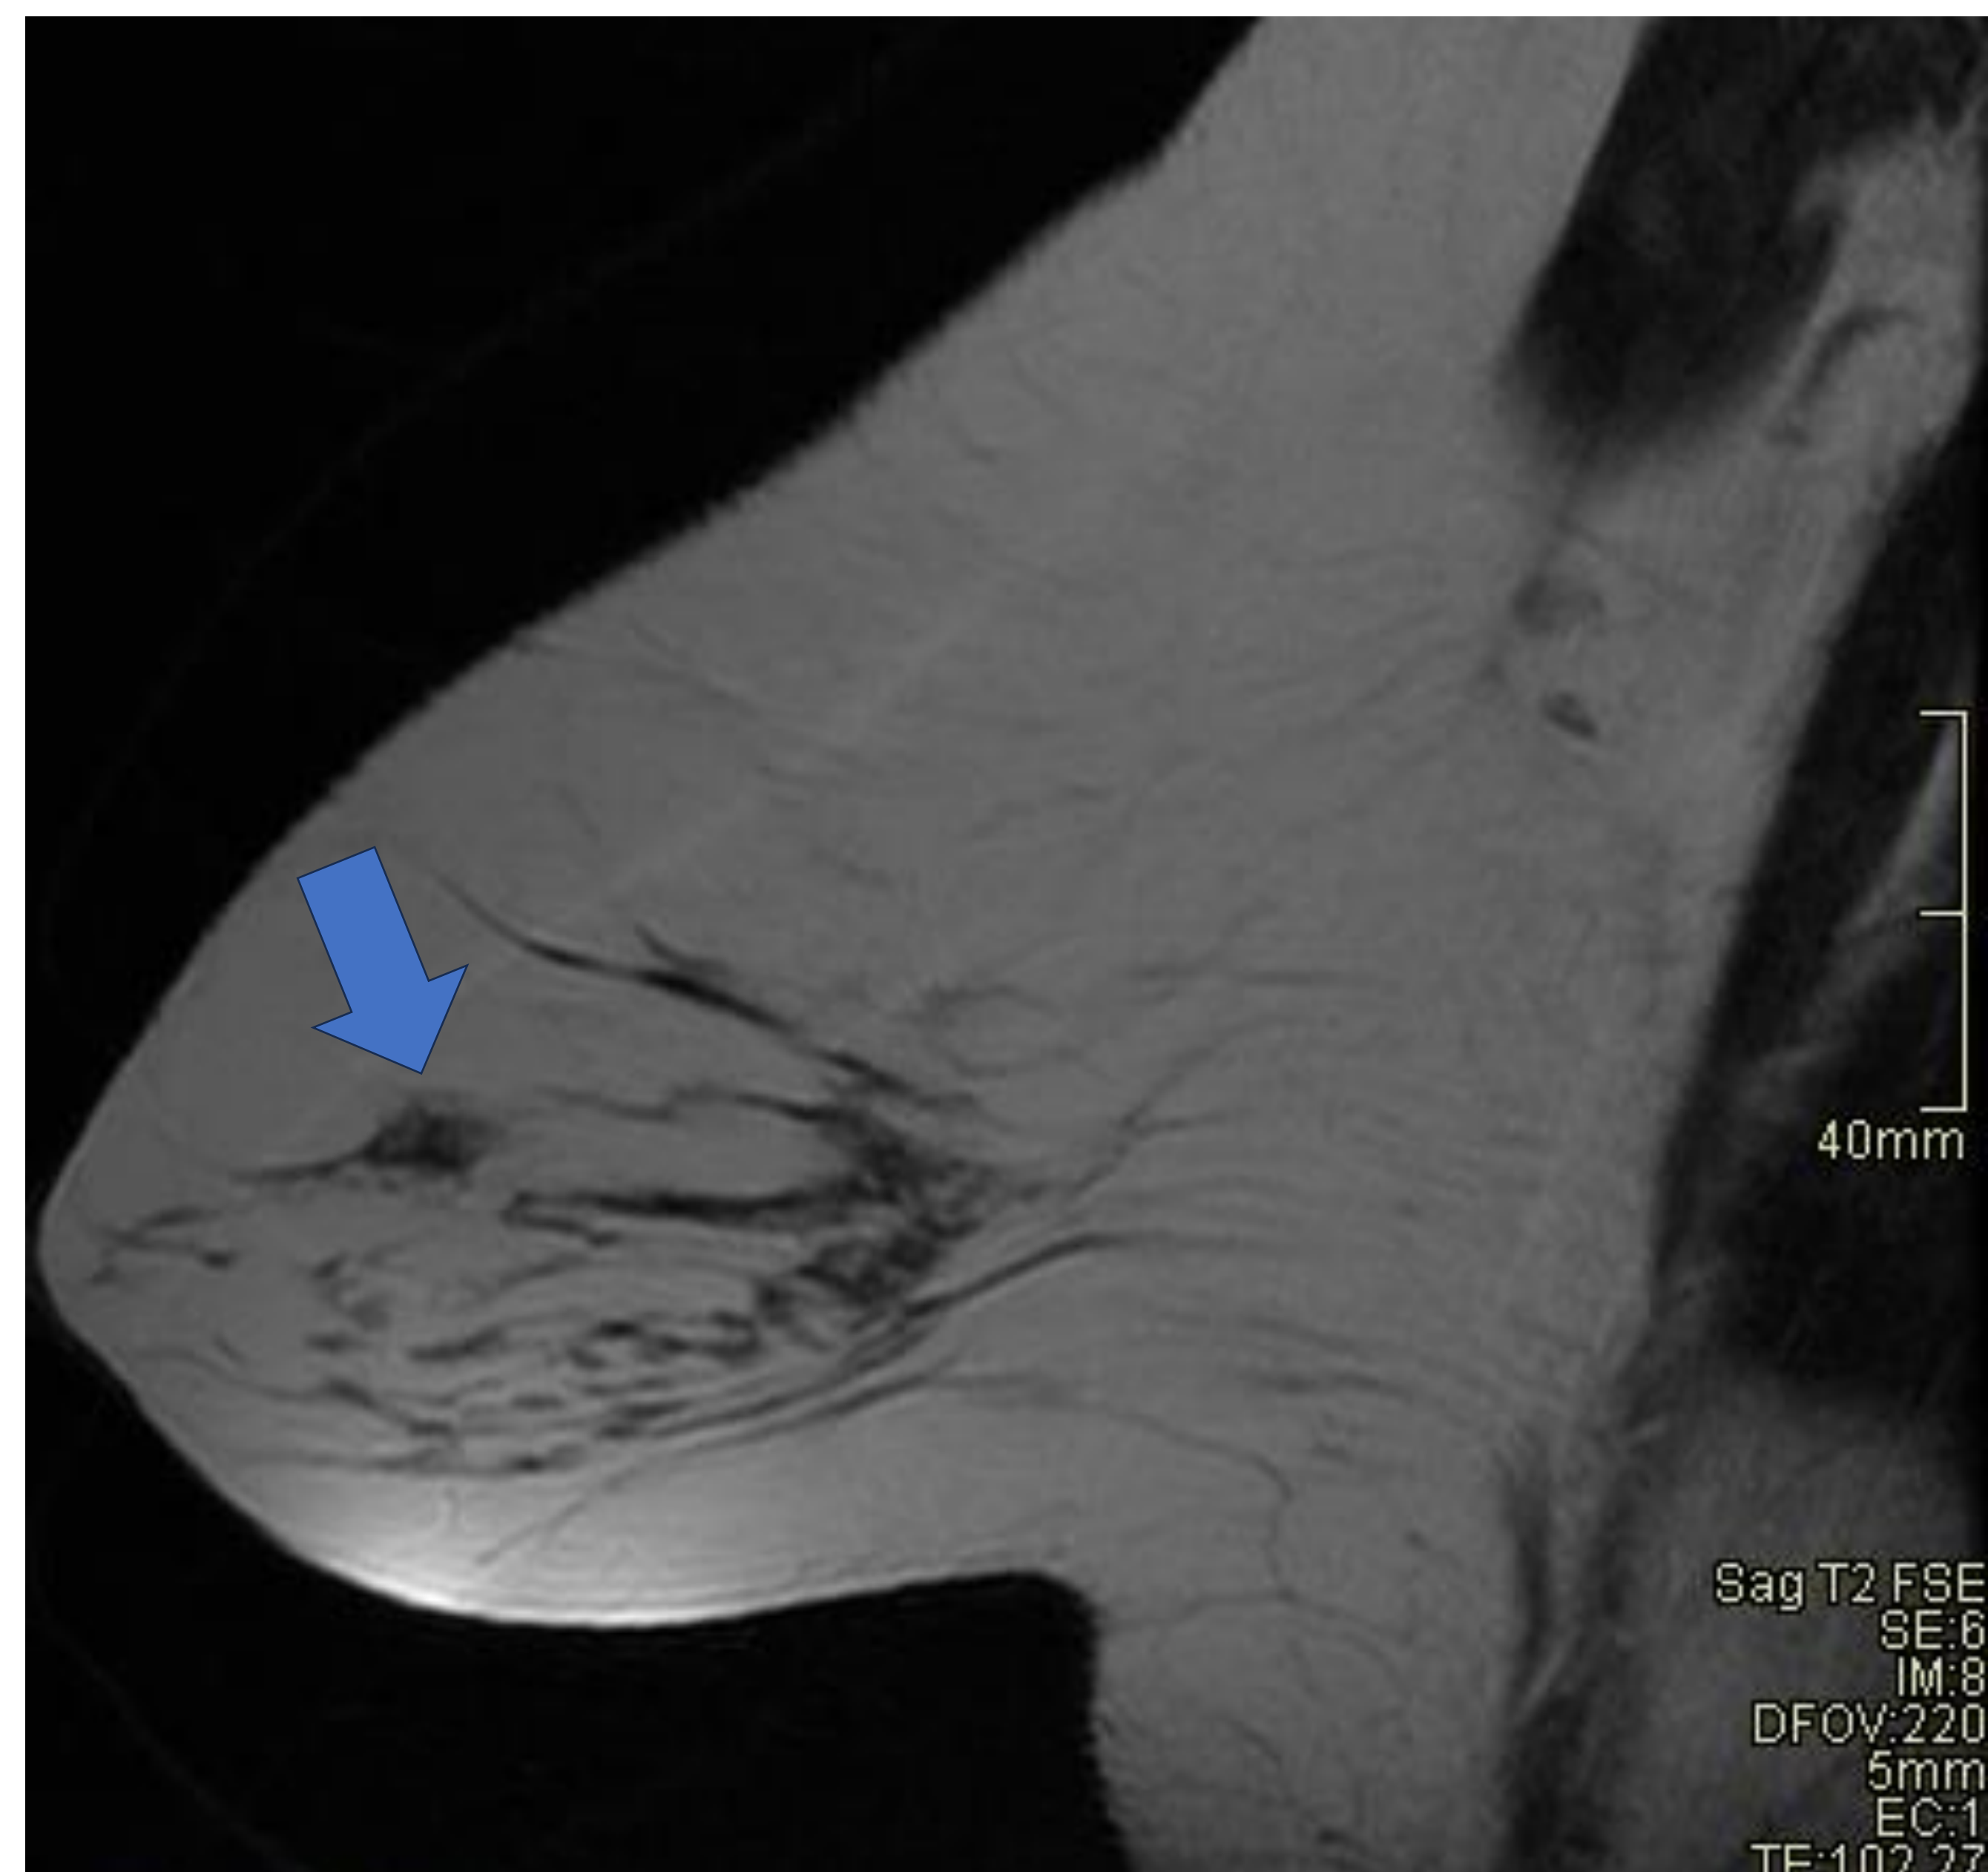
Ecografía en paciente asintomática con alto riesgo familiar. Alta densidad mamaria, sin visualizar nódulos. Ecografía: Nódulo hipoecoico de márgenes irregulares en CSI de la mama izquierda. Se realiza BAG con resultado de HEPA.*
